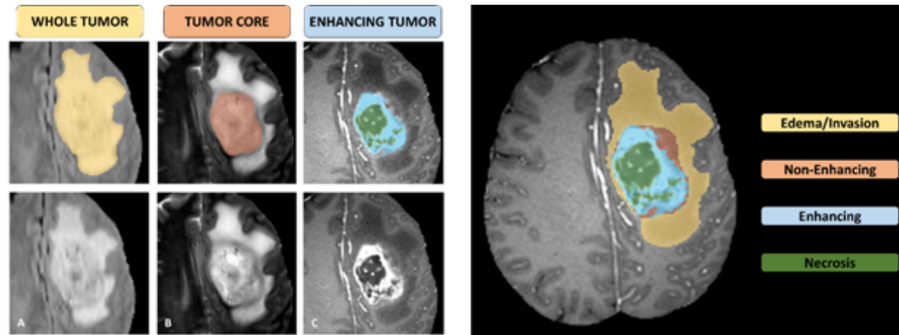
Sub-regiões do glioma. Em (A) é possível ver WT (amarelo) em T2-FLAIR, em (B) o TC (vermelho) visível em T2 e em (C) o ET (em azul) e o tecido necrótico, ambos visíveis em T1Gd. À direita, cada região segmentada é combinada na MRI. Figura extraída de (BAKAS, REYES *et al.*, 2018).
